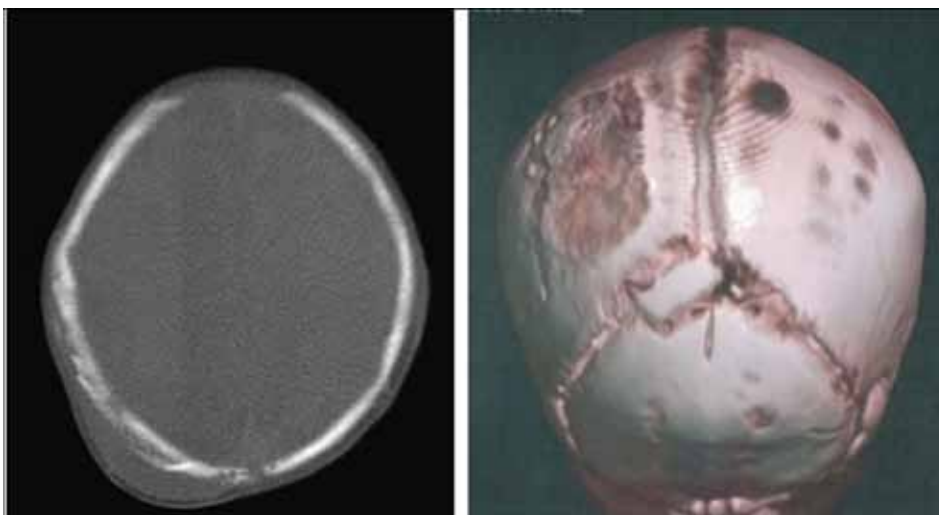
Результат МСКТ-исследования пациента Г. Выявлено локальное скопление жидкости толщиной 8 мм (плотность 15 ед. Н) в теменной области слева, справа отсутствует костная патология, в теменной области слева изменения в надкостнице после кефалогематомы, в ламбдовидном шве вставочная (Вормиева) кость
